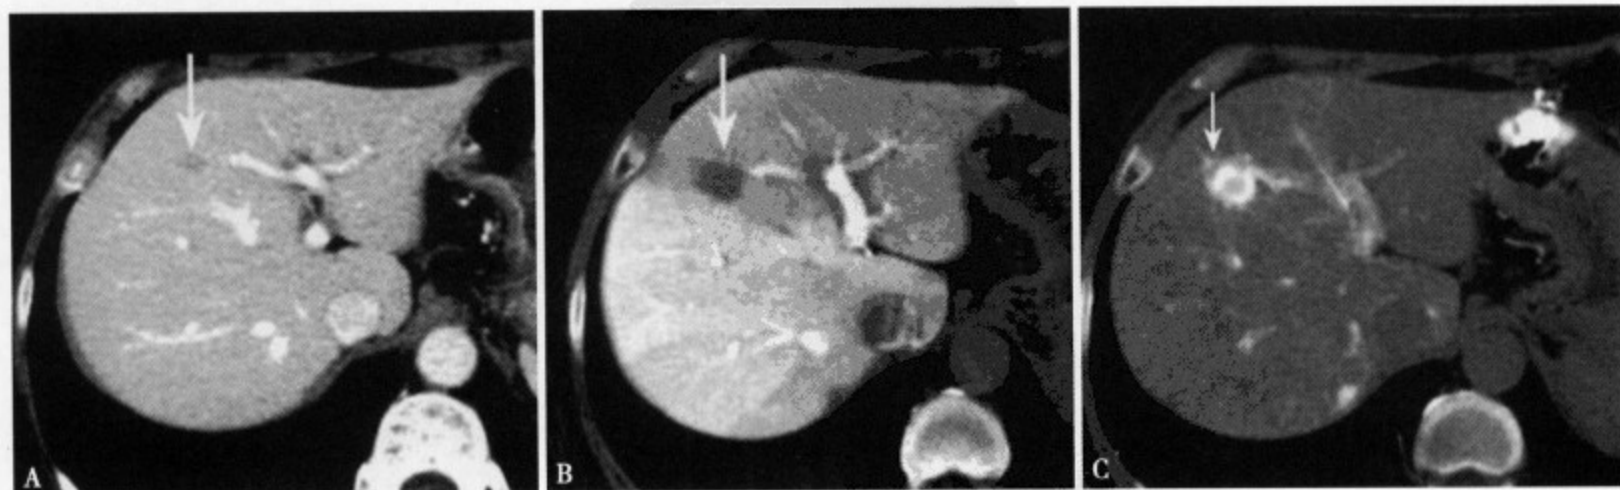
结肠癌肝转移。增强 CT 动脉期 (A) 肝左叶内侧段显示一小结节状低密度灶, 边缘不太清楚; CTAP (B) 清楚显示门静脉缺损的肿瘤病灶; CTHA (C) 病灶边缘呈明显环形强化, 中心强化轻微
